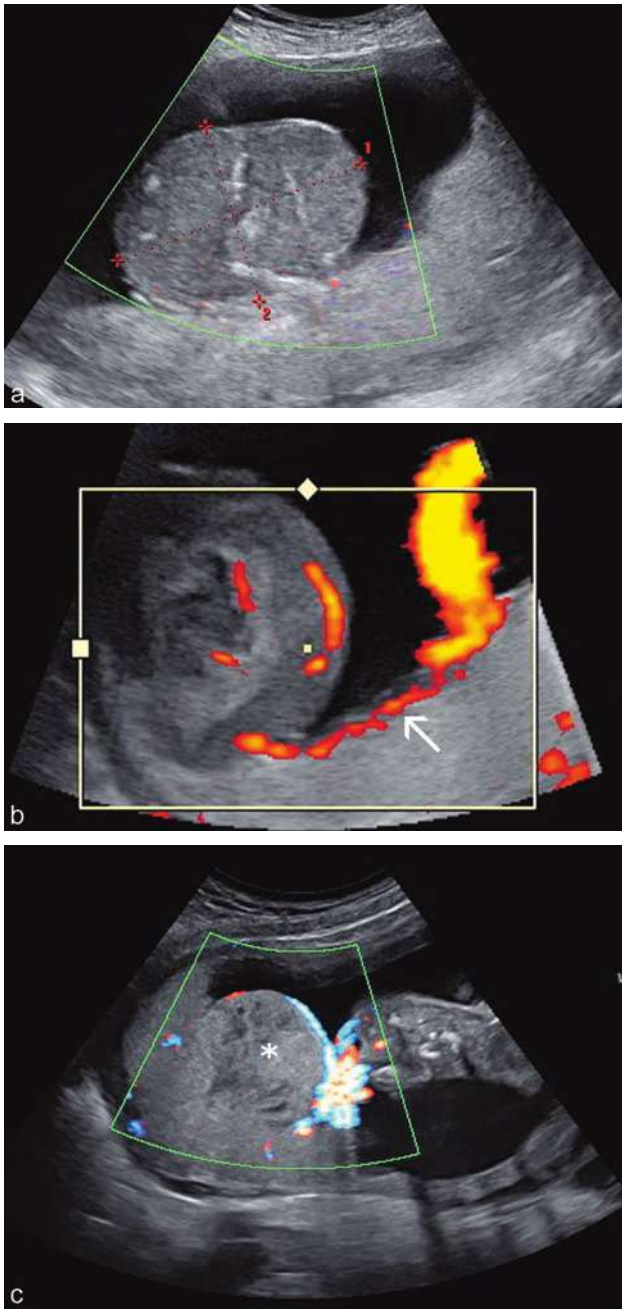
Chorio-angiome placentaire 23 SA. a. Tumeur de 8 cm, se développant vers la cavité ce qui est inhabituel, mais la structure est typique. b. Même tumeur qu'en a : en mode Doppler, implantation à proximité du cordon et communication vasculaire (→) entre la tumeur et le cordon ombilical. c. Chorio-angiome (*) échogène et homogène, sans vascularisation interne visible.
